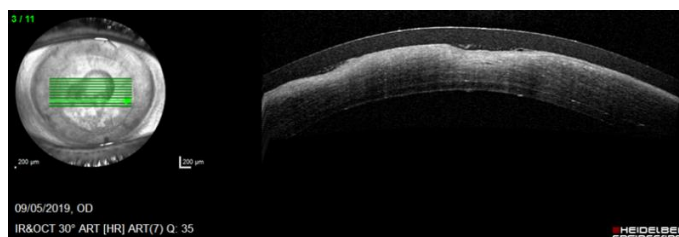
tomografía de un defecto neurotrófico donde se observa la presencia de numerosas úlceras corneales que generan una cicatrización anómala de la superficie corneal.
